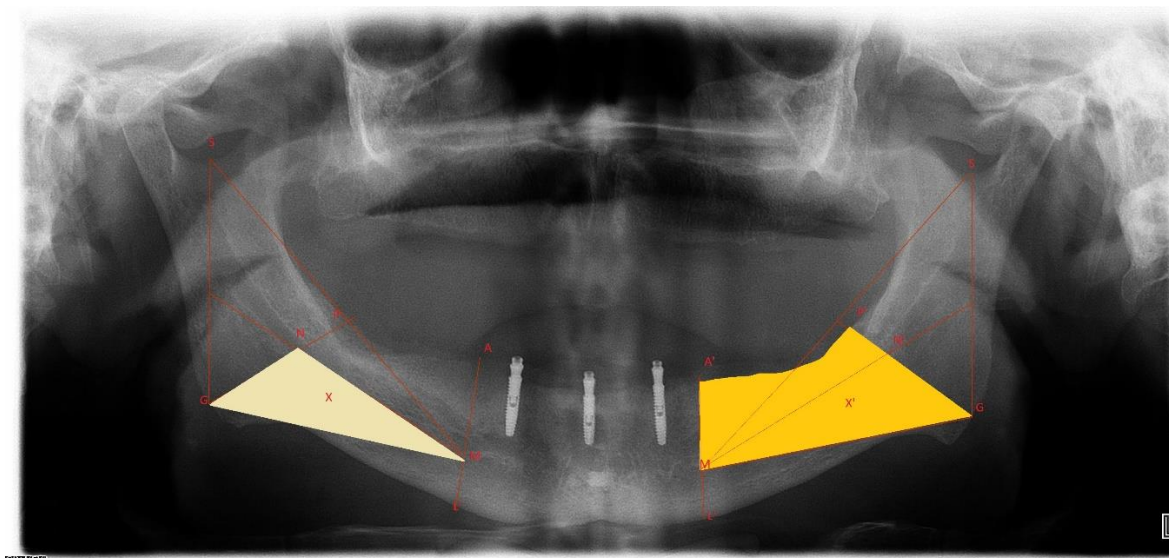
Demonstração das áreas para o cálculo do IAP na mandíbula em radiografias panorâmicas traçadas mostrando a determinação das regiões: X' pela crista do residual P-A e P'-A' e as linhas da região A-M e A'-M', M-G e M'-G', e G-P e G'-P', respectivamente; X pelos triângulos M-G-N e M'-G'-N', respectivamente.
